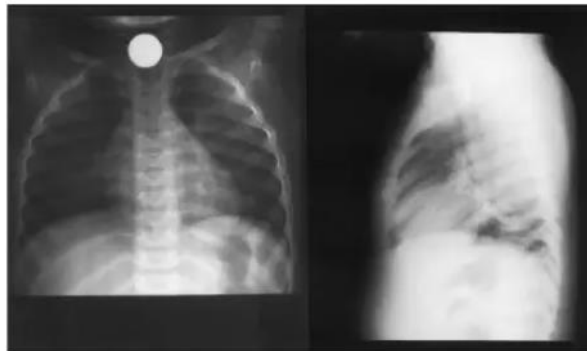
A. Tanda Double ring pada baterai, B. Pemampakan koin pada X-Ray
